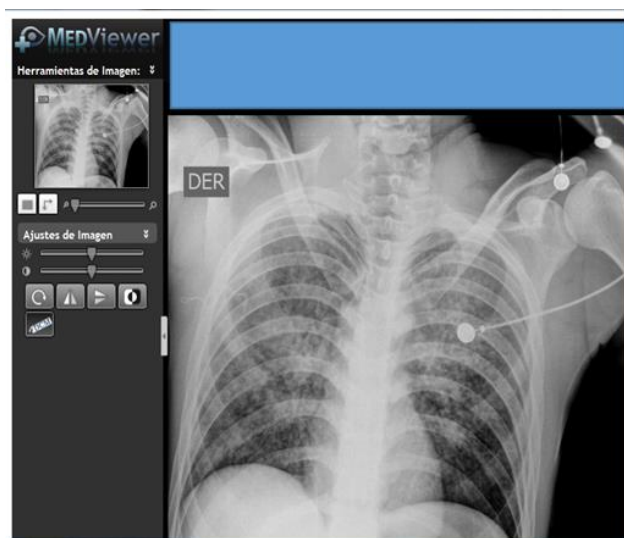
Primera radiografía portátil en sala de reanimación
